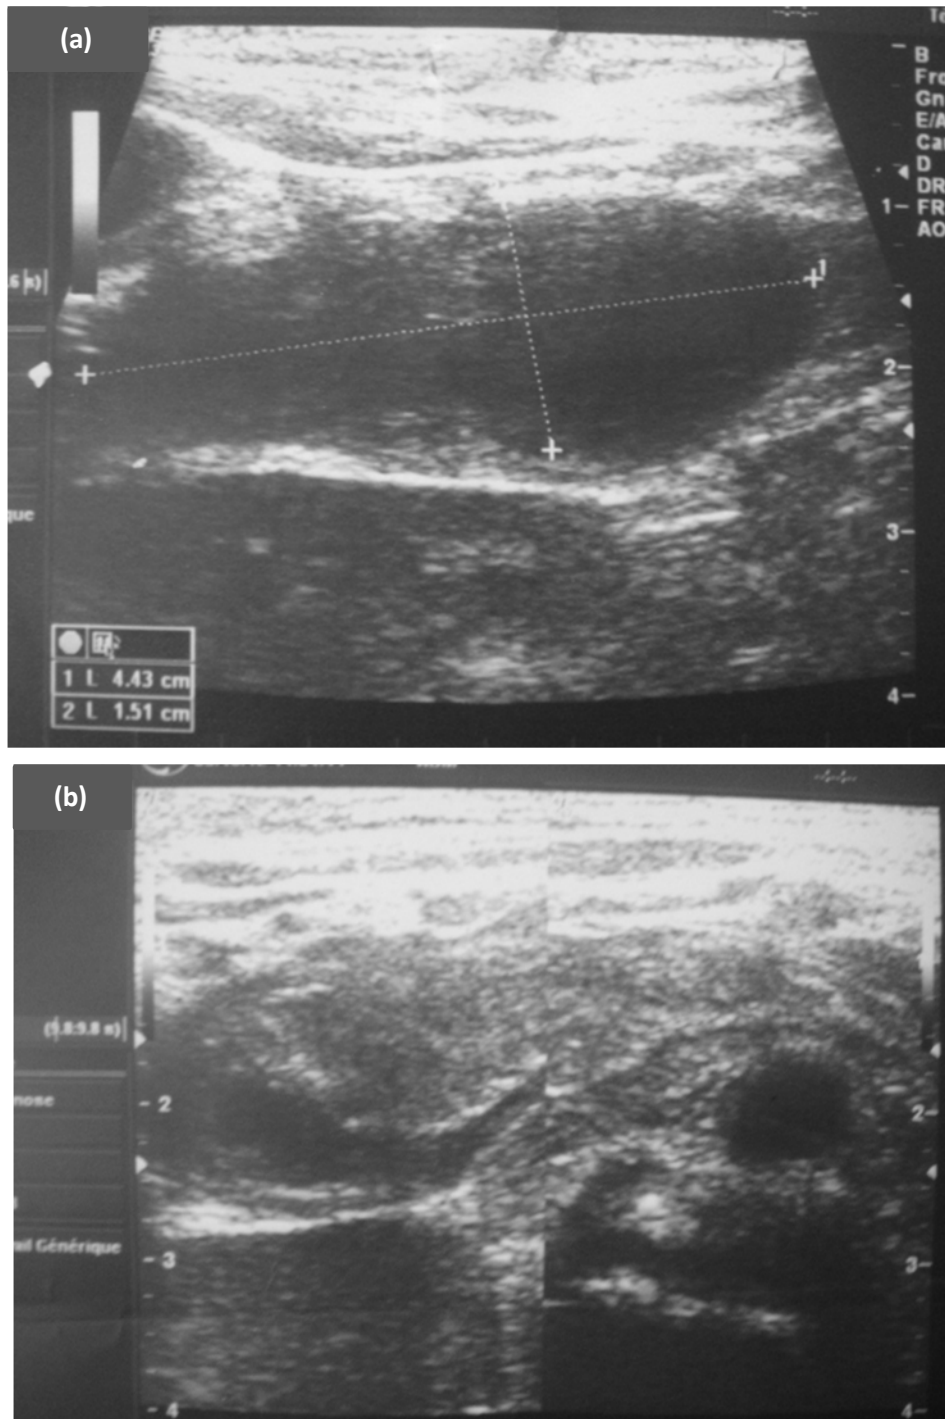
Echographie montrant sur une coupe longitudinale (a) et une autre transversale (b) le début de liquéfaction de l'hématome sur les échographies de contrôle
